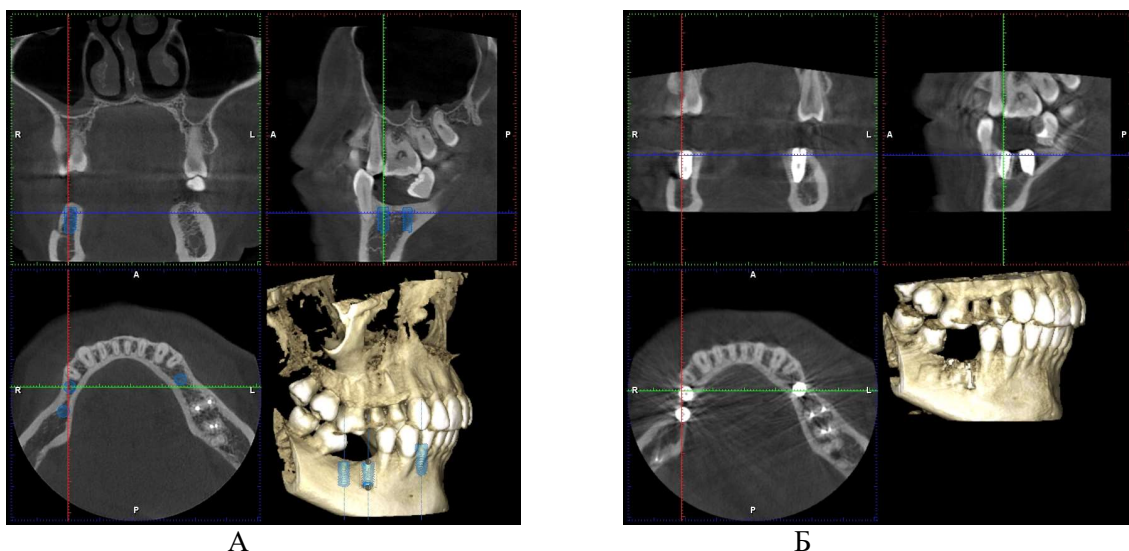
Компьютерная томограмма пациента М.
